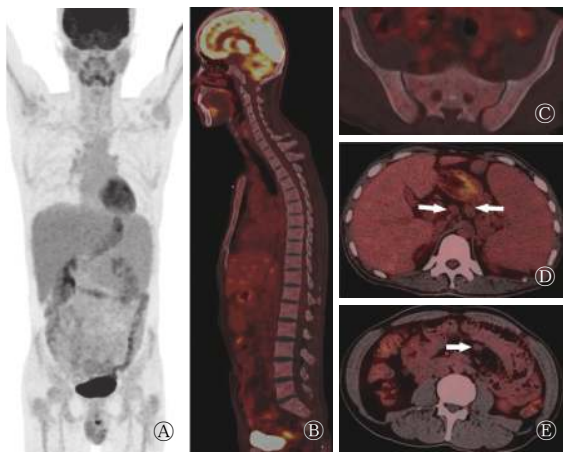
肥大细胞增生症伴继发性骨髓纤维化患者的<sup>18</sup>F-FDG PET/CT图 患者男性, 43岁。图中, A: 最大强度投影图, 肝脏、脾脏肿大, 全身未见明显异常高代谢病灶; B、C: 全脊柱、骨盆、胸骨骨质密度弥漫性增高, 代谢不高; D、E: 肝脏、脾脏肿大, 代谢不高; 多发淋巴结肿大, 代谢不高(箭头所示)。FDG: 氟脱氧葡萄糖; PET/CT: 正电子发射断层显像计算机断层摄影术。
